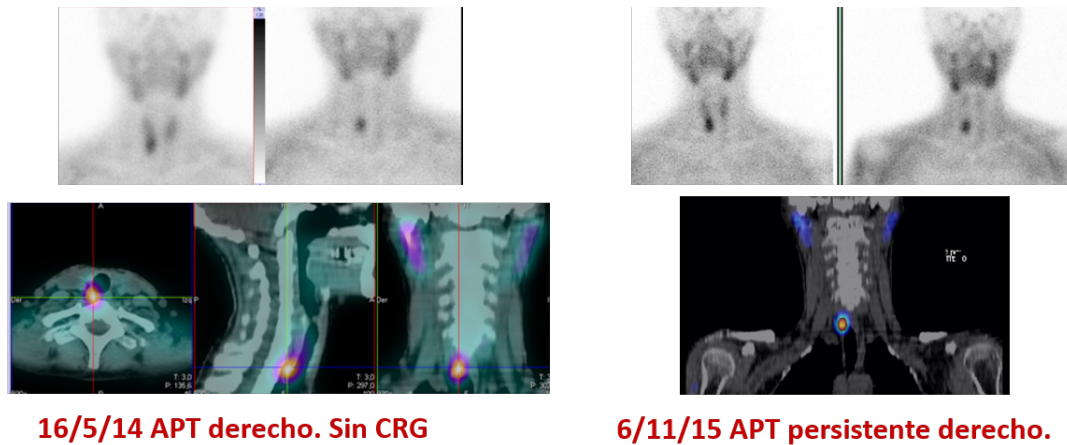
Gammagrafía planar precoz, tardía y SPECT-CT con MIBI-99mTc. Persiste el adenoma de paratiroides en polo inferior del lóbulo tiroideo derecho. No se empleó la CRG en la primera intervención.
